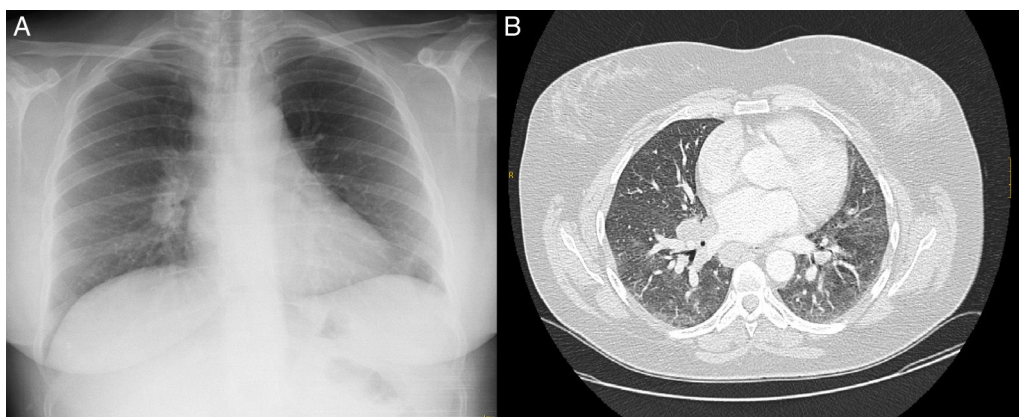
A) Radiografía de tórax que muestra hilio pulmonar derecho prominente, de morfología nodular. B) TC torácica que muestra adenopatías hiliares bilaterales e infiltrados en vidrio deslustrado.
